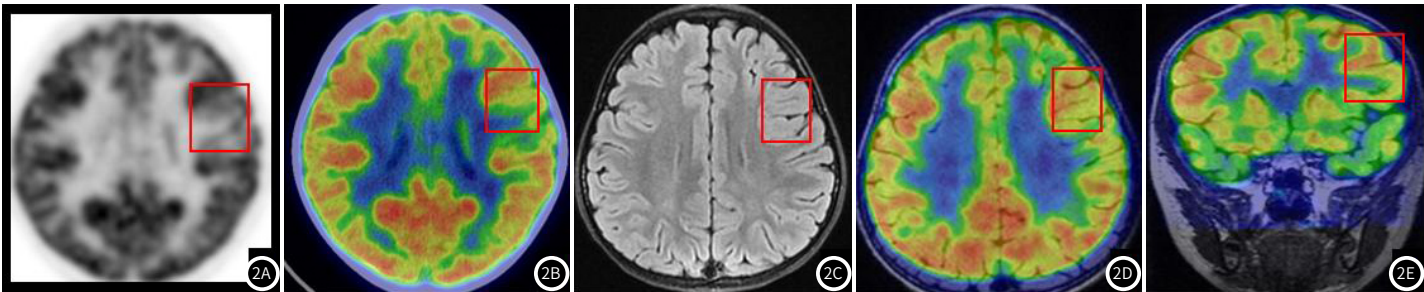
图2E MRI平扫示左侧额叶局部皮质稍厚,相应区域¹⁸F-FDG PET/CT显像提示代谢减低,¹⁸F-FDG PET/MRI融合图像上,多方位观察到增厚的皮质代谢减低。
